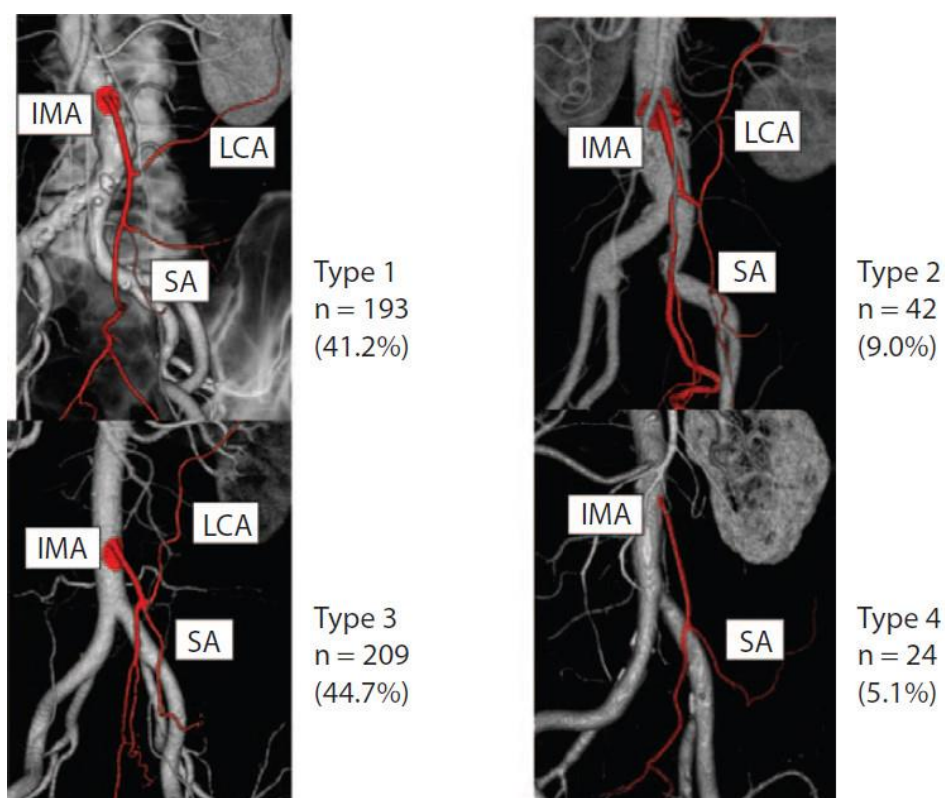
КТ – ангиография. 3D – реконструкция: варианты анатомии нижней брыжеечной артерии по Koji Murogo
